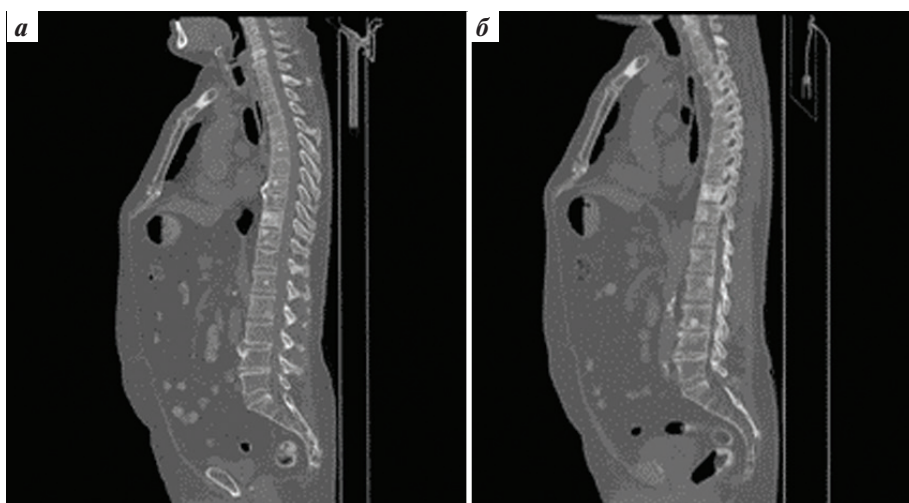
Компьютерные томограммы органов грудной клетки, брюшной полости, малого таза с контрастированием от 13.01.2021 (а) и 14.07.2021 (б): динамика костных метастазов во время терапии олапарибом
